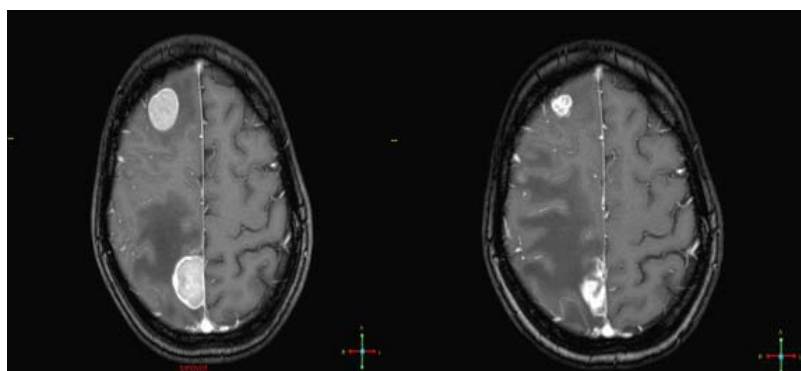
Пациентка 43 лет с метастазами в головной мозг рака легкого. МРТ до (А) и после (Б) СРХ через 6 месяцев. Частичный ответ
